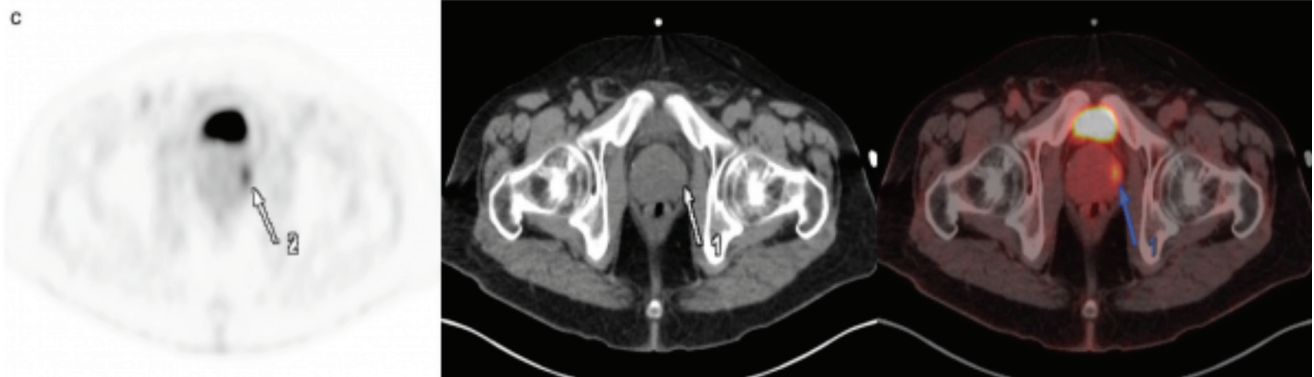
Diffüz büyük B hücreli lenfoma nedeniyle FDG-PET/BT görüntülemesi yapılan 57 yaşındaki erkek hastada prostat bezinde periferik yerleşimli fokal FDG tutulumu izlenmektedir (SUV_{maks} : 9,39). Ürolojik muayenesi normal, PSA düzeyi 0,386 ng/mL olan hastaya yapılan multiparametrik prostat görüntülemesinde PET/BT'de izlenen FDG tutulumuna karşılık gelen bir lezyon saptanmaması üzerine hasta takibe alınmıştır.
